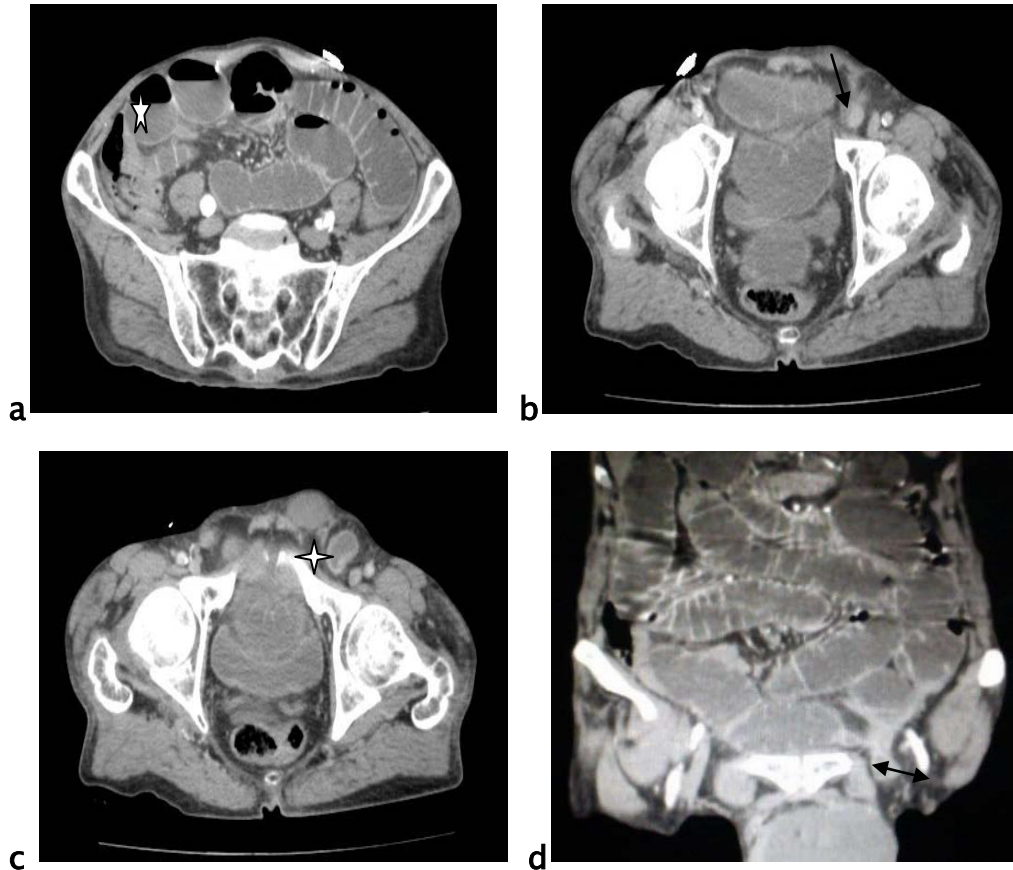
Patient âgé de 50 ans se présente pour un arrêt brutal des matières et des gaz. TDM abdominale avec injection de PDC objective :
